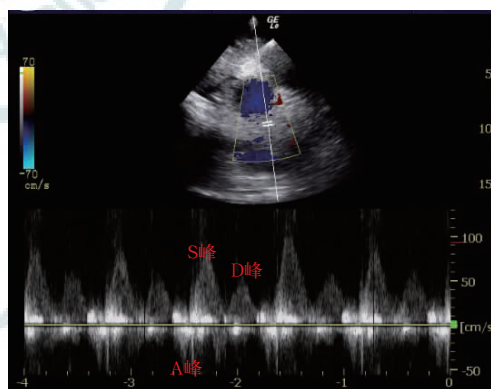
经胸壁多普勒超声剑突下测量机械通气患者上腔静脉流速
